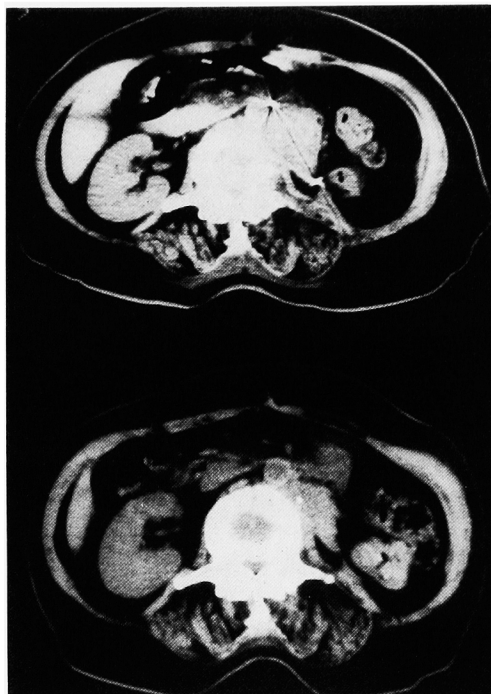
CT scan (case 2); before (upper) and after 2 course (lower) of the M-VAC modified chemotherapy
